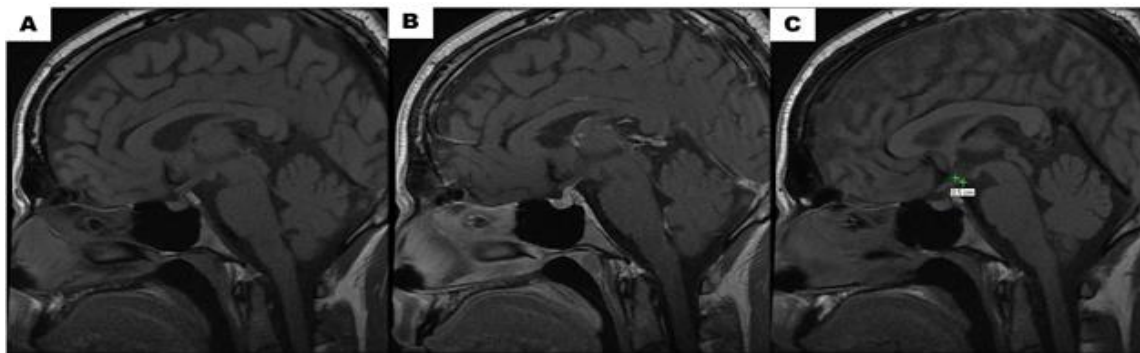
Exame de Ressonância Nuclear Magnética do paciente DRA. A= Corte sagital sem contraste, B= corte sagital com contraste, C= corte sagital com medida do diâmetro antero-posterior (0,5cm).
